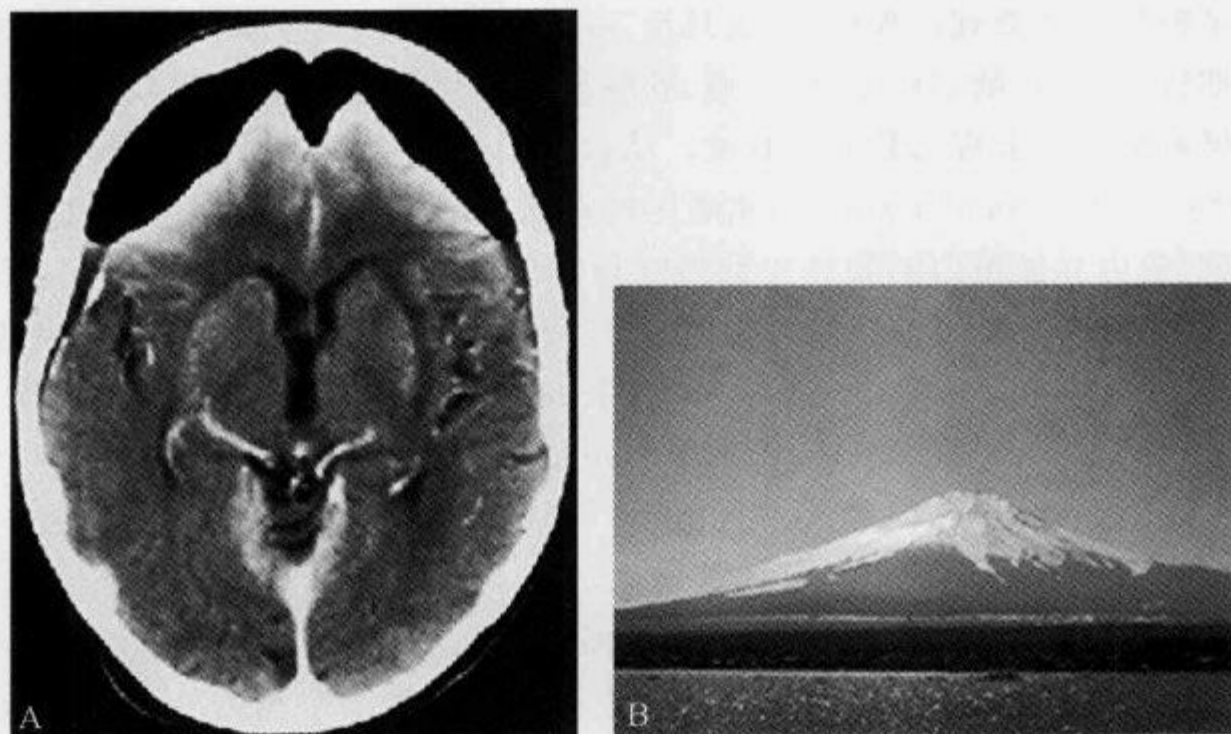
颅脑 CT 平扫示“富士山征”
